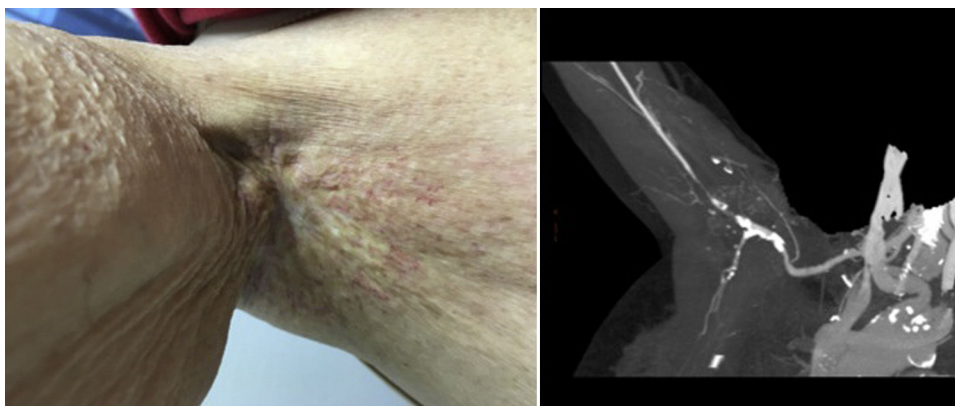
Imagen de la región axilar de la paciente, se observa la dermatitis r dica de la misma y del angio-TC diagn stico, donde se confirma la estenosis de la arteria axilar proximal y la oclusi n distal y zona proximal de la humeral.
